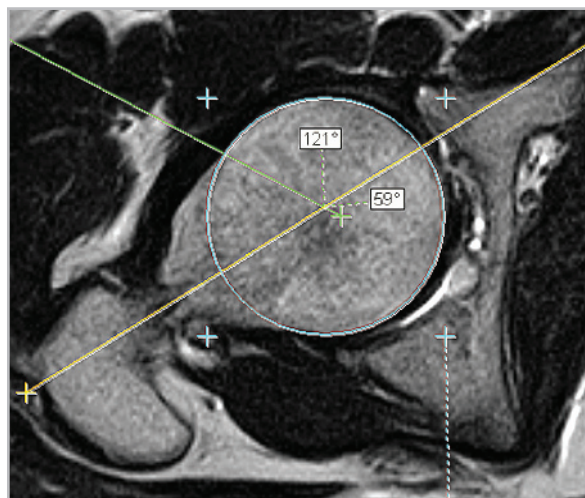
МР-томограмма тазобедренного сустава. Изображение сустава в косой аксиальной плоскости, ориентированной по шейке бедренной кости, взвешенные по T2. Определяется увеличение величины угла α (альфа) до 59° (норма: $<55^\circ$)
